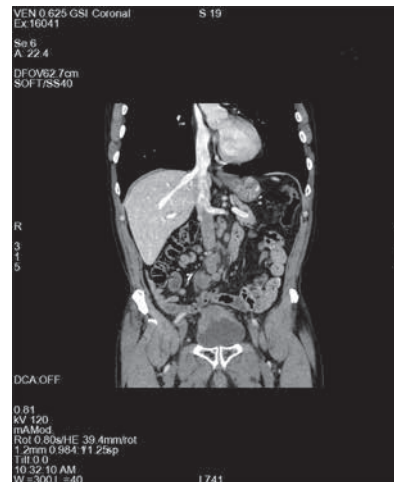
КТ-картина до проведения системного лечения
